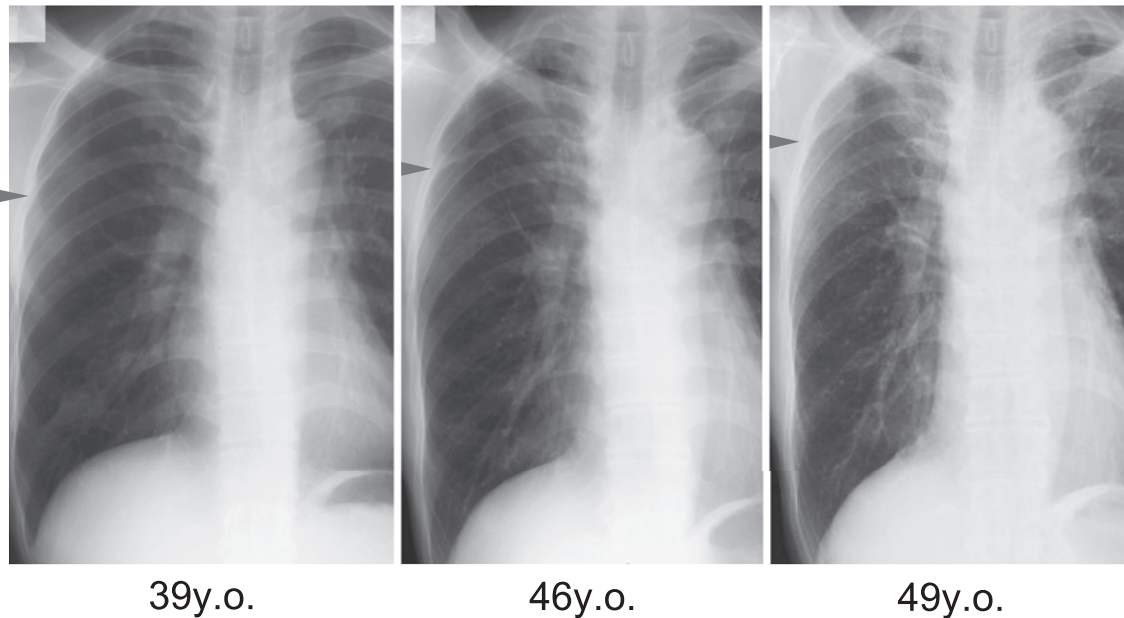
A series of chest radiographs show progressive volume reduction in both upper lobes. (Arrows mark a minor fissure.)
